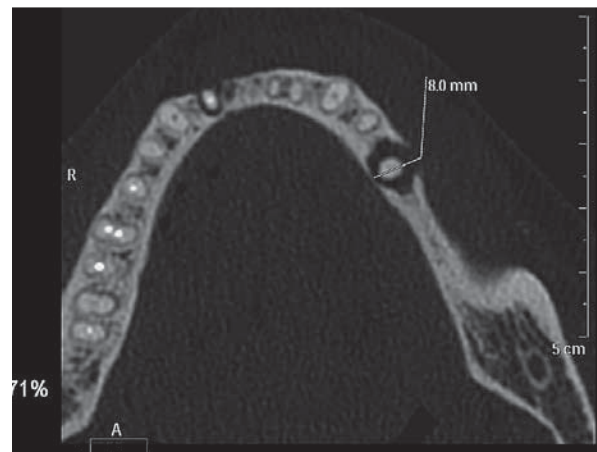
МСКТ-изображение, аксиальная плоскость. Неравномерное повышение плотности костной ткани альвеолярного отростка верхней челюсти у больной раком молочной железы, получающей терапию бисфосфонатами в течение 2 лет.
